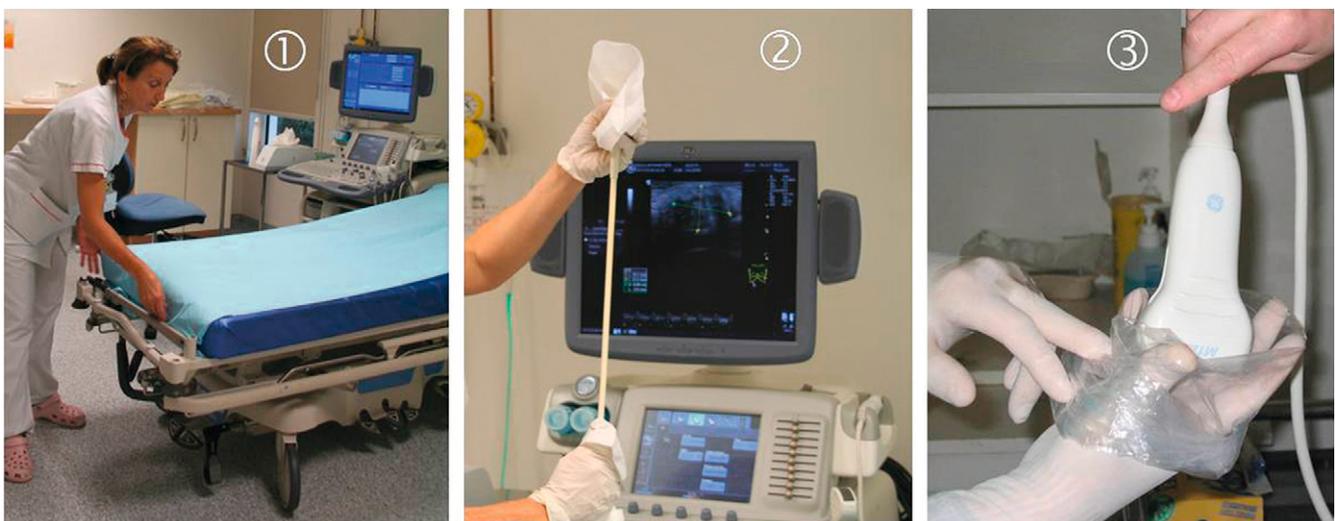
Préparation du matériel d'imagerie (lit d'examen, échographe, sonde d'échographie).
